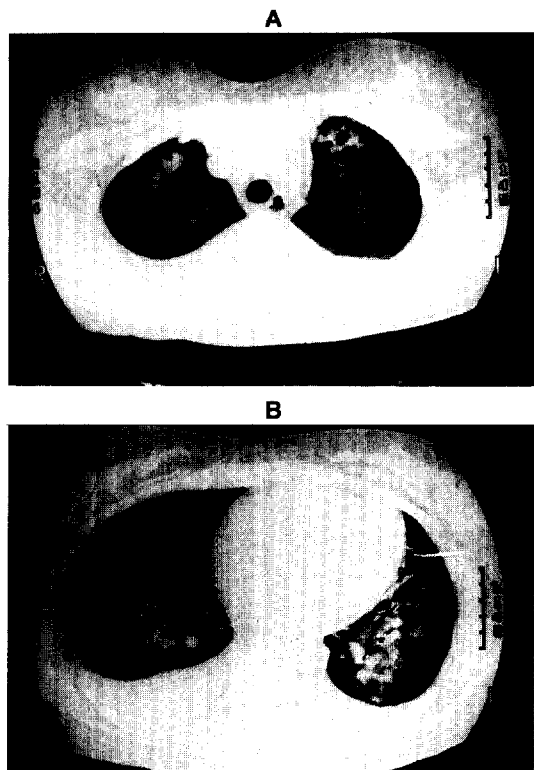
Thin-sectioned CT scans show bilateral pleural effusion, peripheral patchy haziness in upper lung zone(A) and consolidation along with ground-glass opacity at central and peribronchovascular areas(B) in lower lung zone.
